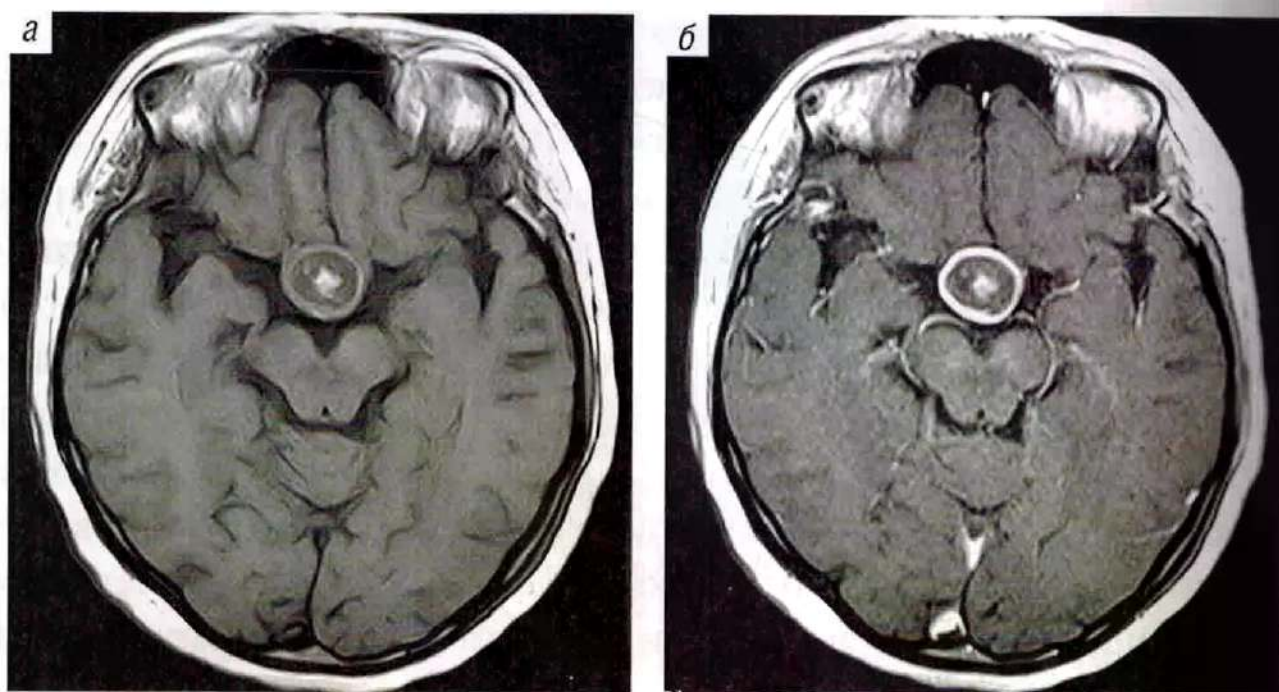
МРТ головного мозга, T1-ВИ в аксиальной проекции до (а) и после (б) контрастного усиления: абсцесс турецкого седла
